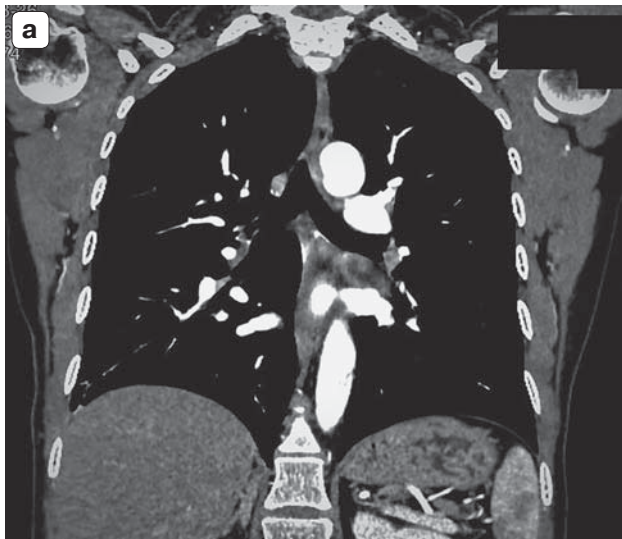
МСКТ органов грудной клетки с КУ. а – коронарная проекция: в области корня правого легкого увеличенный лимфатический узел; б – коронарная проекция: в области корня левого легкого увеличенный лимфатический узел до 1,5 см.
